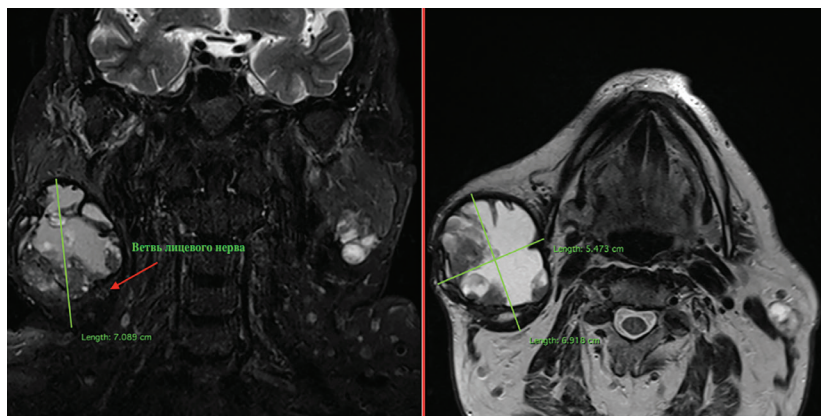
МР-томограмма, на которой визуализируется ветвь лицевого нерва.
